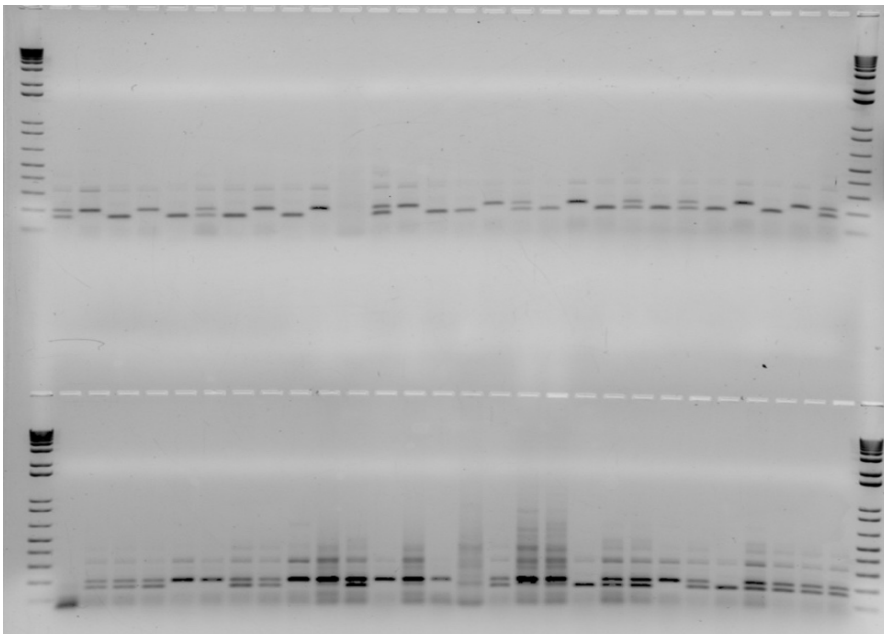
Beispiel eines Gelelektrophoresebildes des SNPs rs72924108. Auswertung der ersten vier oberen Bahnen: 1. Bahn: 10 kb Ladder, 2. Bahn: CT (heterozygot), 3. Bahn: TT (homozygot), 4. Bahn: CC (homozygot)
